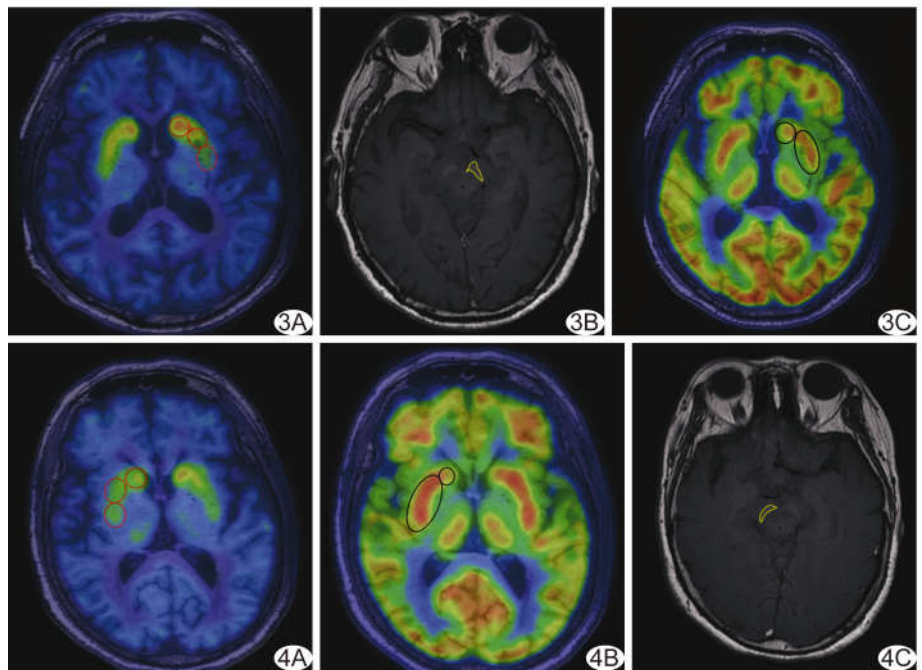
早期 PD 患者, 男, 77 岁, H-Y 2 级 A. <sup>11</sup>C-CFT PET/MRI 示双侧壳核前部 CFT 摄取稍减低、后部摄取明显减低; B. <sup>18</sup>F-FDG PET/MRI 示纹状体各亚区放射性分布对称; C. NM-MRI 示 SNc 面积为 38.49 mm<sup>2</sup> (圈示纹状体各亚区, 三角内为 SNc)
